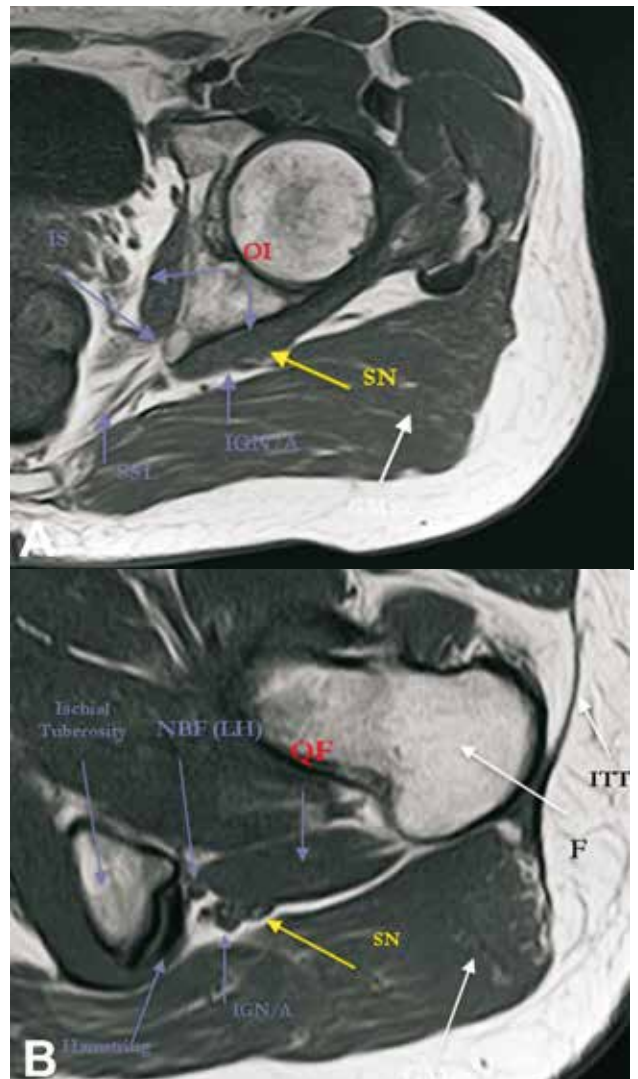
Imagen de RMN: corte axial en sec T1-weighted, identificándose las estructuras anatómicas de la región.
